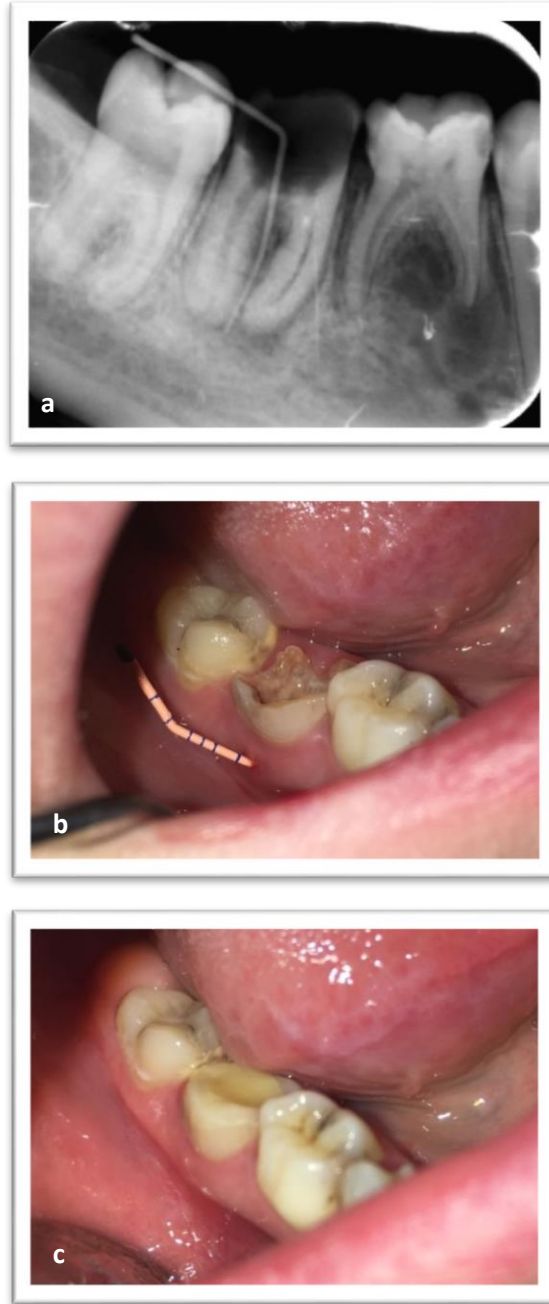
11 nolu dişe ait bukkal mukozada yer alan ve çevresi kızarıklık yapıdaki sinüs yolunun periapikal radyografisi (a), ağız içi görünümü (b), iyileşme görünümü (c)
